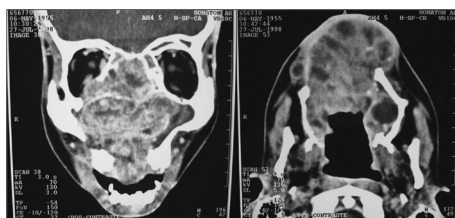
Tomografia computadorizada demonstrando volumosa formação sólida ocupando parte do seio maxilar direito, palato e fossa nasal.
